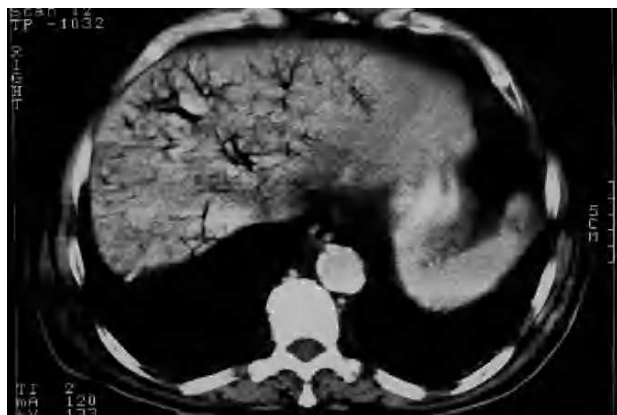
Tomografía computarizada en la que se observa la presencia de gas en el árbol portal.
